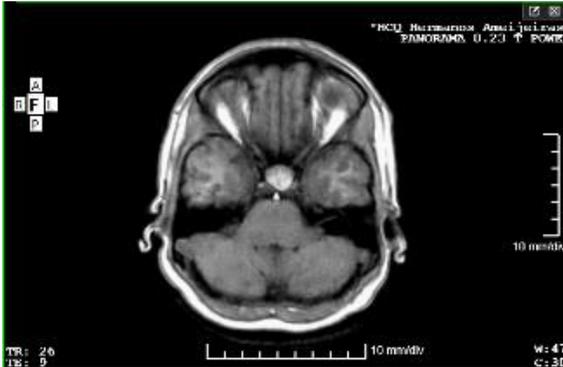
Resonancia Magnética Nuclear hipofisaria
